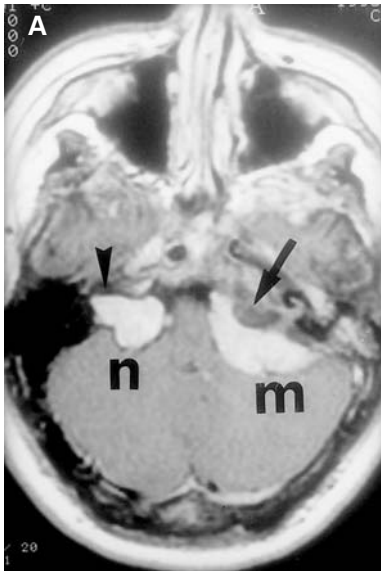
Meningioma en APC izquierdo y neurinoma en el APC derecho en un caso de neurofibromatosis. A: RM T₁ axial con contraste. Ambos tumores se han reforzado. El meningioma (m) tiene una base de implantación amplia sobre la superficie posterior del peñasco. Existe hiperostosis (flecha) de la punta del peñasco. El neurinoma (n) es redondeado en el APC y se continúa intracanalicularmente (punta de flecha). B: TCAR coronal del lado derecho (neurinoma). El CAI (punta de flecha) está aumentado de tamaño. C: TCAR coronal del lado izquierdo (meningioma). El CAI (punta de flecha) muestra un tamaño normal. Existe hiperostosis (flecha) de la punta del peñasco.
